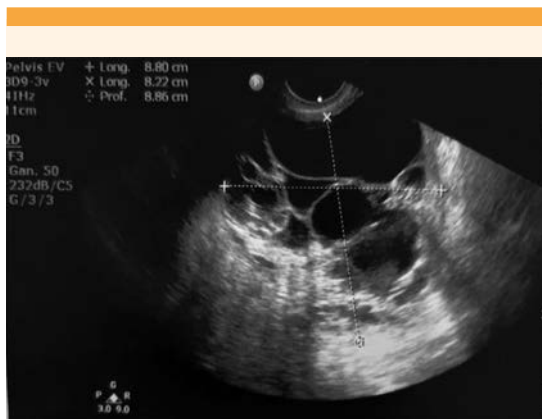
Ultrasonido pélvico: anexo derecho multilobulado de 9 x 7 x 10 cm, ovario izquierdo normal.
